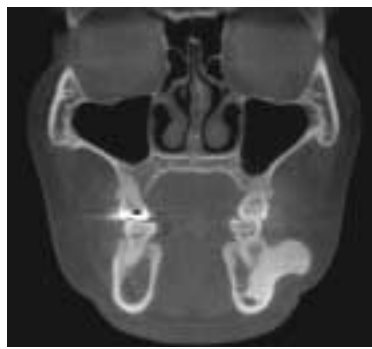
Preoperative axial CT view.
